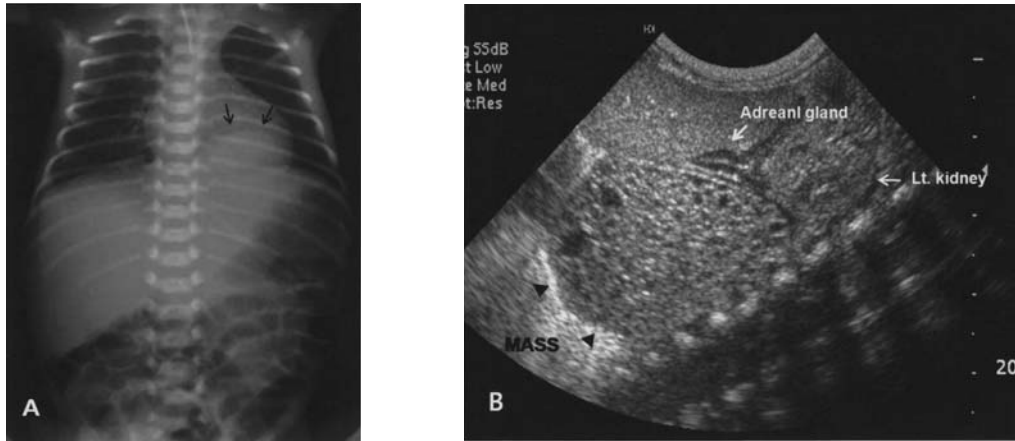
A) Chest X-ray at birth: Radio-opaque lesion in LLLF B) Abdominal US at birth. About 3.5 × 2.1 cm sized mass within small cystic components in retroperitoneum, between diaphragm and left adrenal gland.
